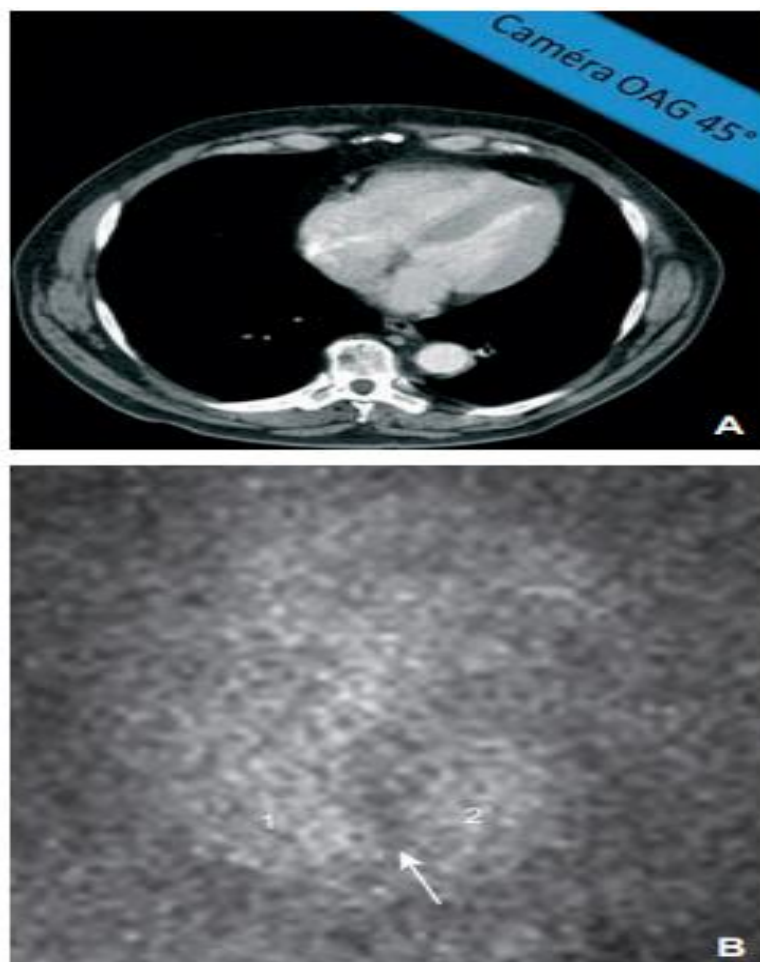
A. Positionnement du détecteur de la gamma caméra en incidence oblique antérieure gauche (OAG) 45°, permettant une acquisition scintigraphique.
